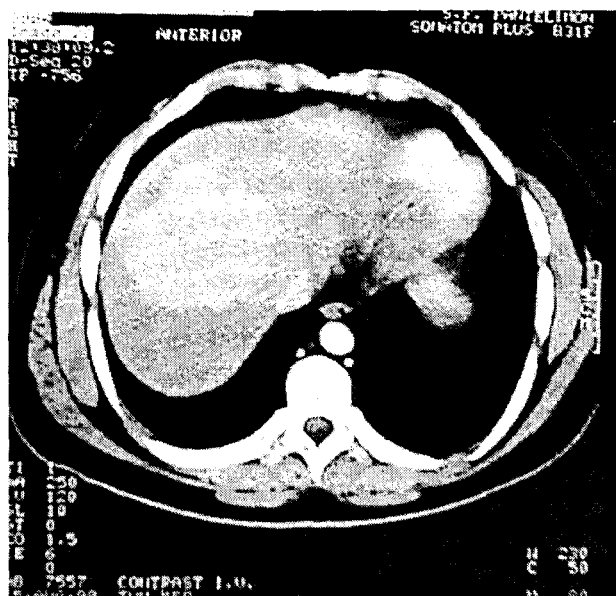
Adenom hepatic – TC.
